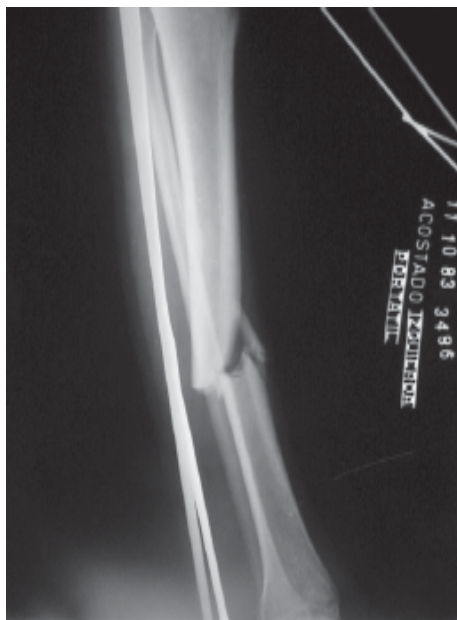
Radiografía de la pierna. Fractura completa angulada del tercio medio de la tibia.
